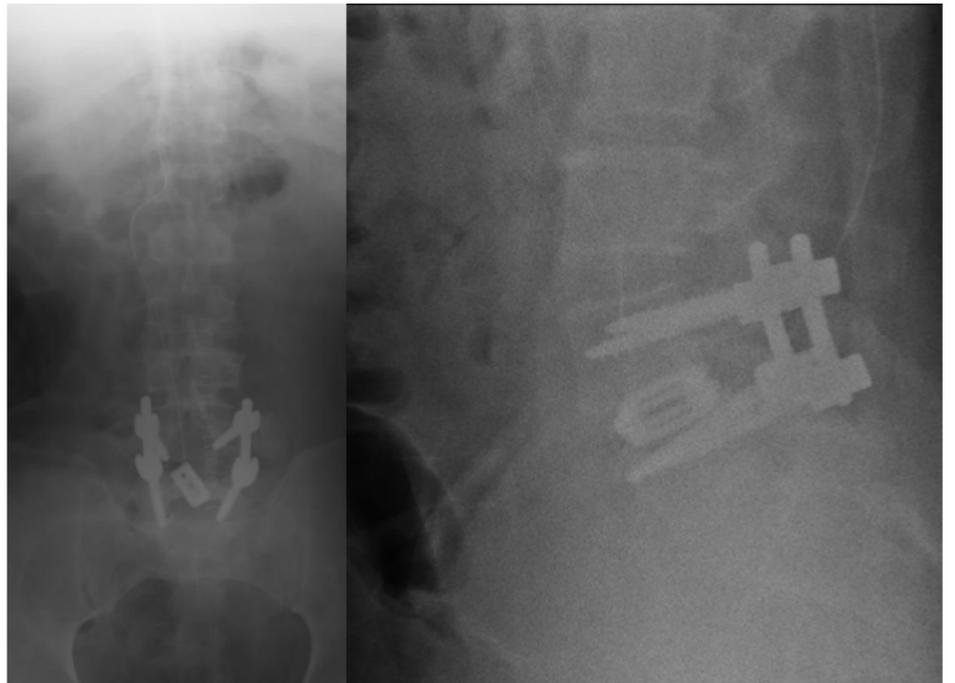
radiografías postoperatorias anteroposterior y lateral columna lumbosacra.
